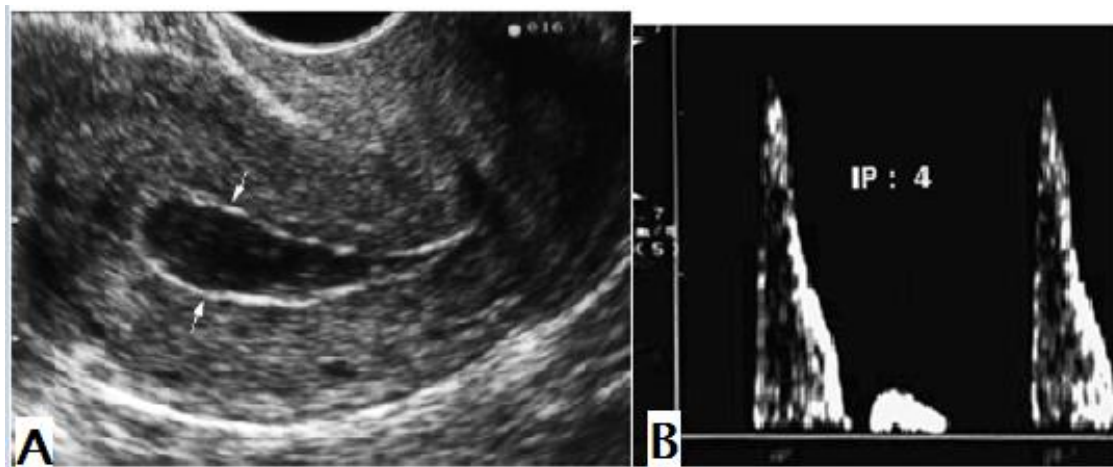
aspect échographique d'une atrophie de l'endomètre. (A) L'endomètre est totalement atrophique. (B) flux utérin à haute résistance ($IP = 4$). [82]
